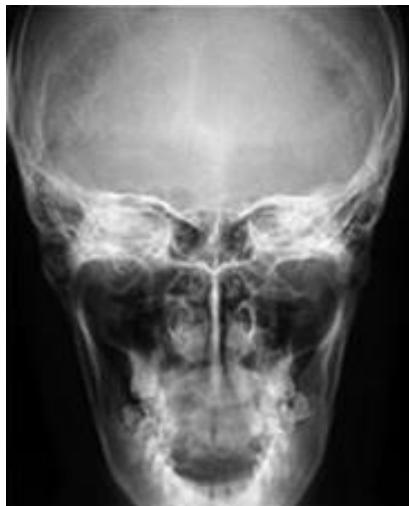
Radiografía de Towne (Ref. Bibl. Imágenes) (1)
